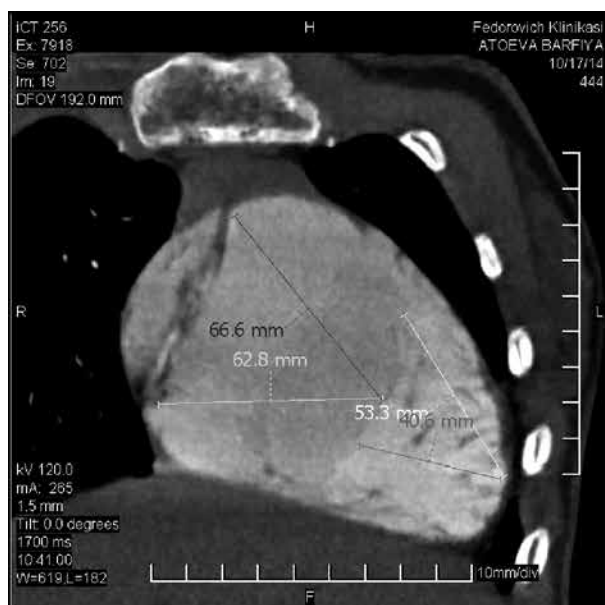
МСКТ-картина больных с аномалией Эбштейна. Произведено измерение истинного объема правого желудочка и атриализованной ее части.
